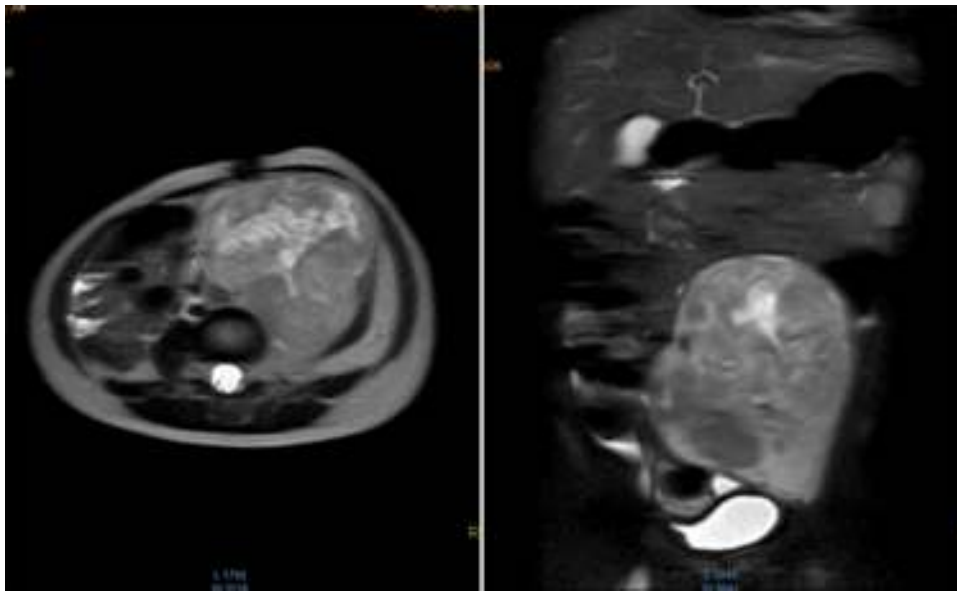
Resonancia magnética de abdomen con contraste que muestra masa sólida de $107 \times 80 \times 76$ mm de diámetros craneo-caudal, anteroposterior y transversal que ocupa hipogastrio, fosa iliaca y flanco izquierdos y gran parte del mesogastrio, pediculada desde los agujeros de conjunción L4-L5, L5-S1 y S1 izquierdos. Sólida, heterogénea, con necrosis, vascularizada, que envuelve parcialmente la bifurcación aórtica y totalmente la arteria iliaca primitiva izquierda y sus ramificaciones, al igual que la vena iliaca.
